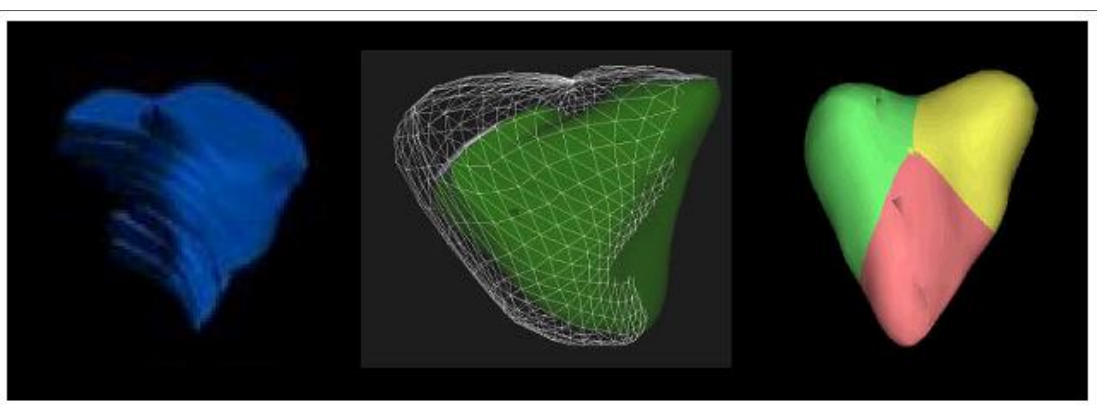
运用圆盘法可从3D 超声心动图数据集中测量右心室容积(左)。其它还有心内膜动态示踪法，舒张末期显示为网格状三维图像，收缩末期显示实体壳状三维图像(中)，右心室内膜薄壳状三维图像可用于局部功能分析(右)。
